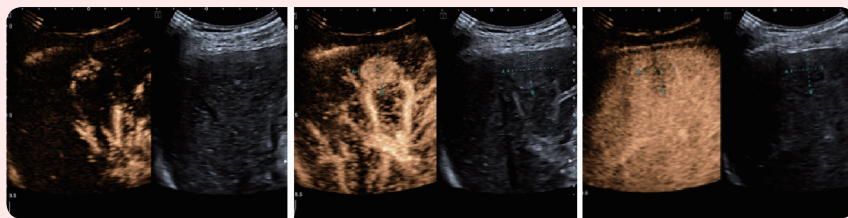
超声造影呈动脉期高增强，门脉期及延迟期消退呈低增强，考虑 HCC 可能
